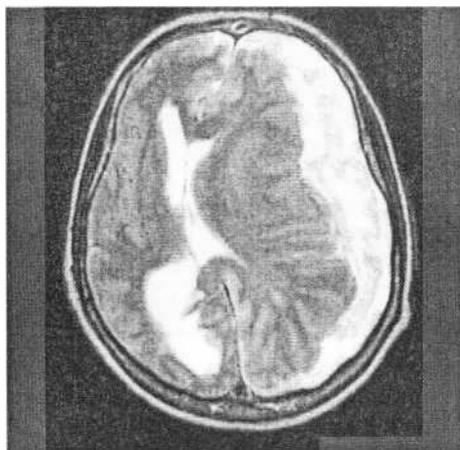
Магнитно-резонансная томограмма в аксиальной плоскости; T2 взвешенное изображение. Острая субдуральная гематома, дислокационный синдром. (срединные структуры (прозрачная перегородка) смещены вправо. Левый боковой желудочек компримирован, правый желудочек расширен. Большая К-ва. Диагноз: субдуральная гематома слева.
